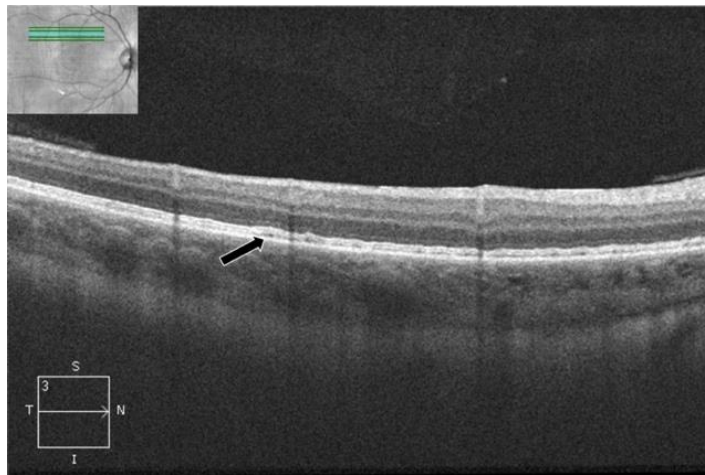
Пациент А., 64 г., И/Б Г37865\15 OS Тяжелая контузия глазного яблока ОКТ-изображение сетчатки в перифовеолярной области около верхне-височной сосудистой аркады: визуализируется повреждение в слое фоторецепторов (указано стрелкой).
